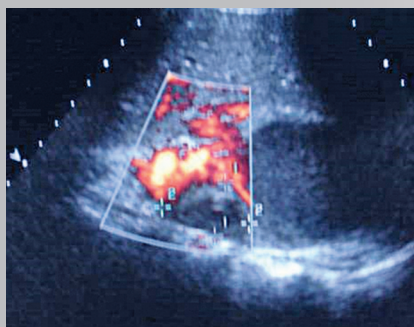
УЗИ с энергетическим доплеромским картированием у девочки М., 14 лет, с полостным образованием правой почки
